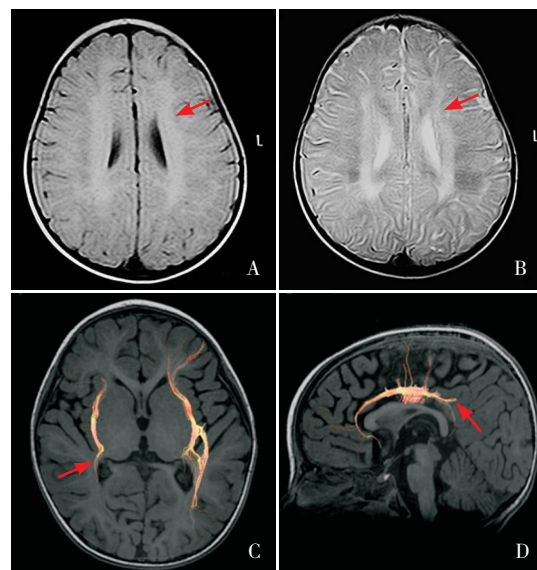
患儿头颅 MRI 和 DTI 检查结果 头颅 MRI 的 T1WI (A 图)、T2WI 相 (B 图) 可见双侧脑室周围白质变薄、边界不清 (箭头所示), T2WI 相呈弥漫性高信号影; 头颅 DTI 显示右侧大脑半球外囊区白质纤维束 (C 图箭头) 和扣带束 (D 图箭头) 发育细小、稀疏。
